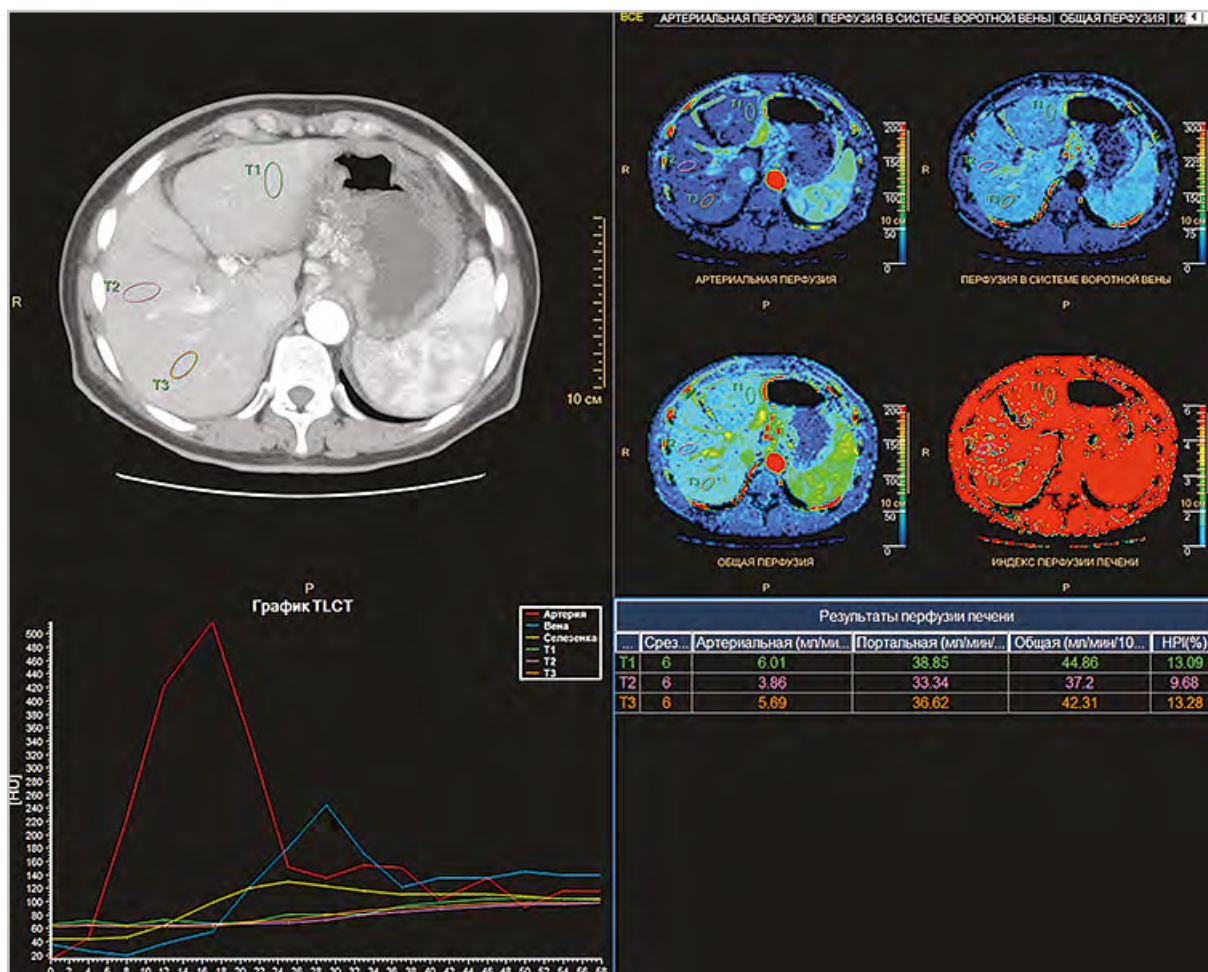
После предварительной установки зон интереса в брюшной аорте, воротной вене и селезенке выставлены ROI в измеряемых сегментах печени. Получены значения артериальной, портальной, общей перфузии и индекса перфузии печени
